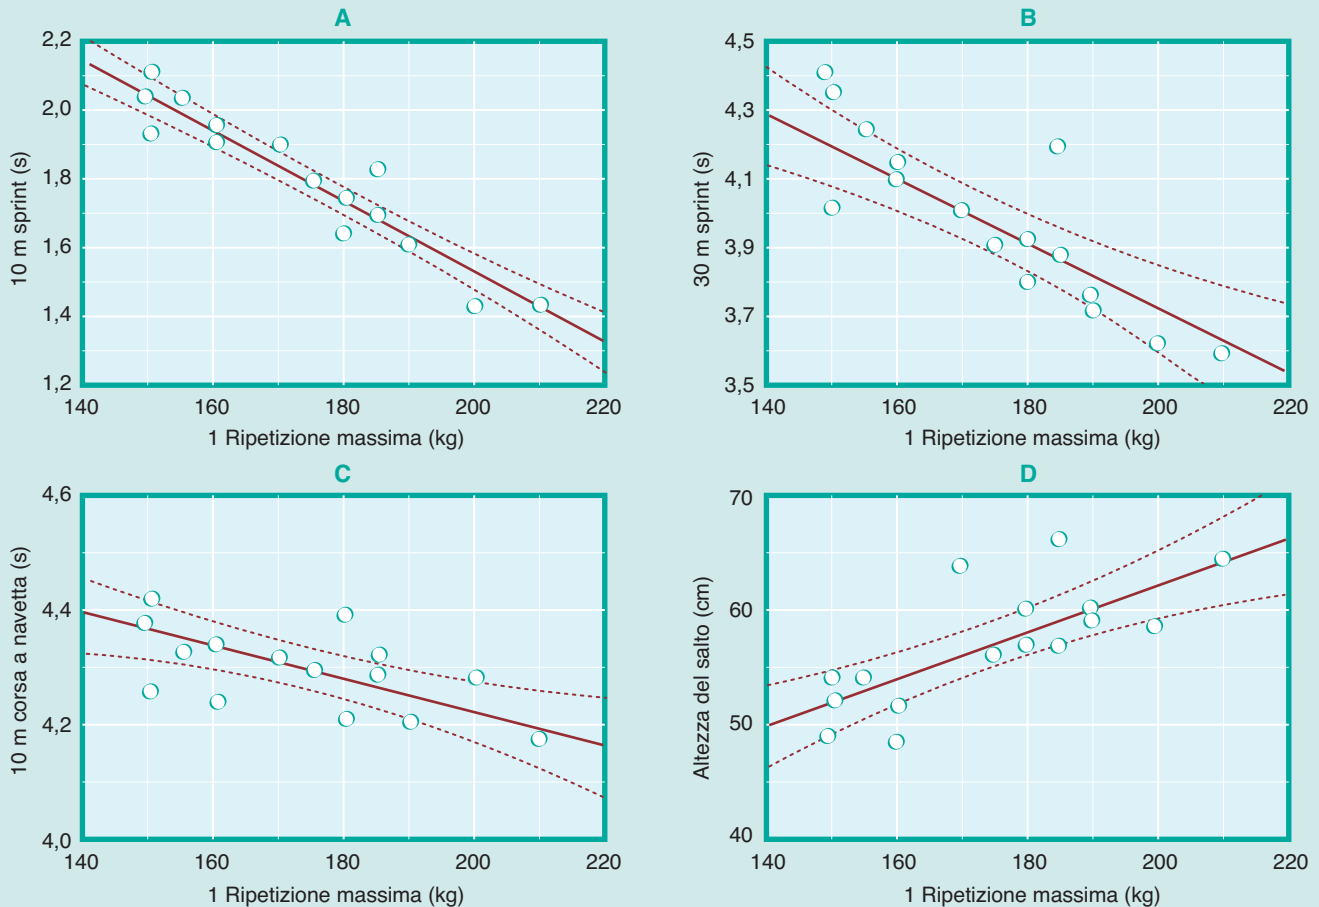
Correlazione tra 1RM, prestazioni di sprint e di salto in giocatori professionisti di calcio (Wisloff et al. 2004).
